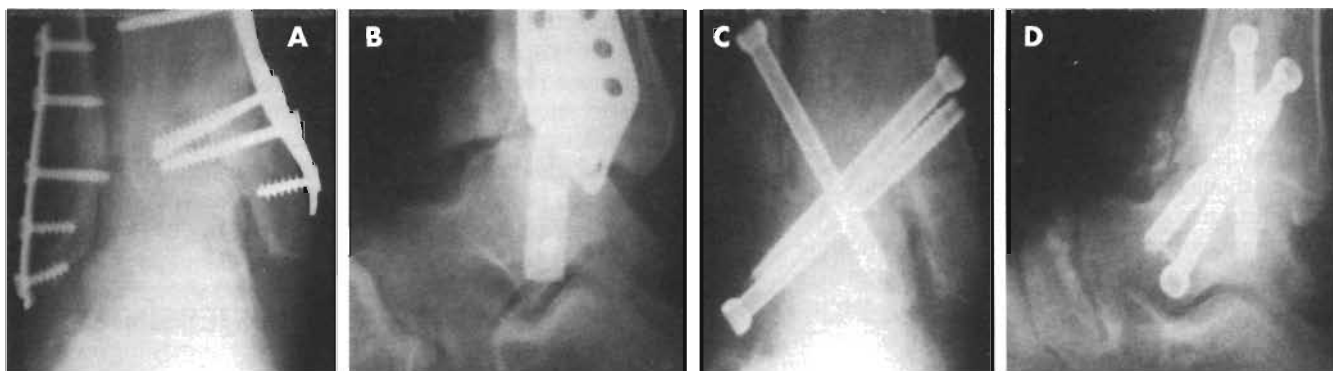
A. Radiografía anteroposterior que muestra el material de osteosíntesis y la artrosis postraumática de un tobillo tras fracaso la reducción abierta y la osteosíntesis. B. Radiografía lateral preoperatoria de una artrosis postraumática. C. Radiografía anteroposterior postoperatoria en la que se observa una sólida fusión del tobillo. Nótese la resección oblicua que se ha hecho en el peroné a la altura de la articulación del tobillo. D. Radiografía lateral postoperatoria.
